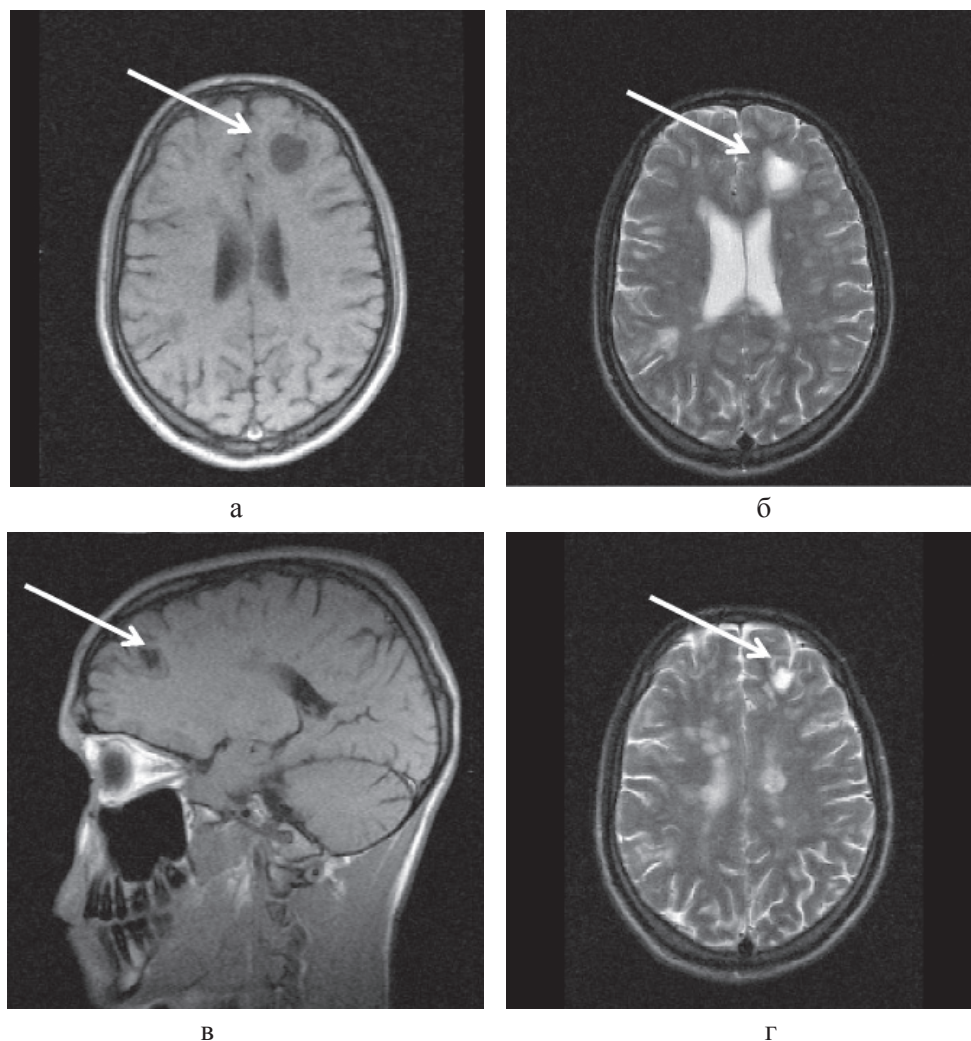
Больной К., 19 лет. Три месяца (а, б) и шесть месяцев (в, г) спустя после назначения ребифа. Несмотря на то, что клинически отмечалось улучшение общего самочувствия больного, а на томограммах выявлялась положительная динамика в виде уменьшения диаметра и площади основного очага в левой лобной доле, определяется изменение интенсивности и миграция очагов перивентрикулярно у правого переднего рога бокового желудочка по сравнению с исходной картиной (рис. 1, а). Такие изменения подтверждают факт сохранения активности процесса, его ритмиттирующего течения и оправдывают проведение дальнейшей терапии (стрелкой отмечен основной очаг и его динамика)
